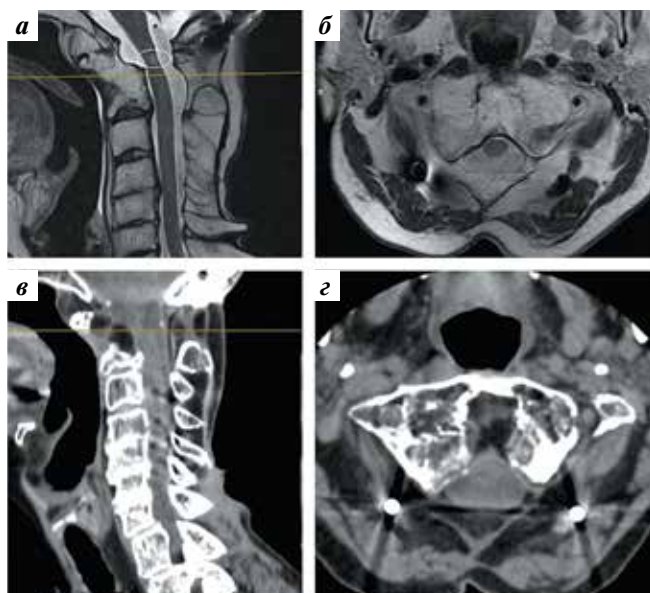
Магнитно-резонансная томограмма в сагиттальной (а) и аксиальной (б) проекциях; спиральная компьютерная томограмма в сагиттальной (в) и аксиальной (г) проекциях (при обращении в 2023 г. до операции)
